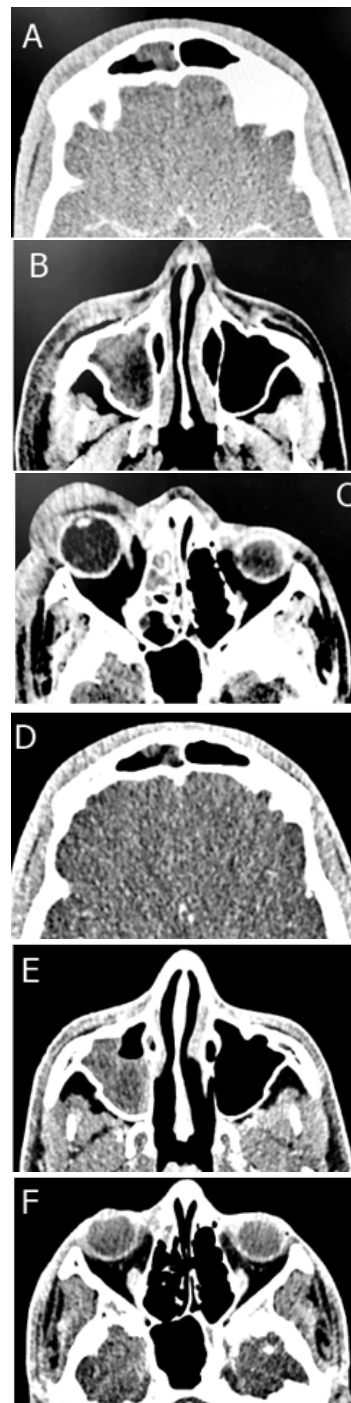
Cortes Axiais das tomografias computadorizadas (TC) do pré e pós-operatório. Figura A: Velamento do seio frontal da TC pré-operatória. Figura B: Seio maxilar direito completamente velado em TC pré-operatória. Figura C: Aumento de volume periorbitário direito, sem invasão a cavidade orbitária ipsilateral, com velamento do seio etmoidal direito em TC pré-operatória. Figura D: Seio frontal parcialmente velado em TC pós-operatória. Figura E: Seio maxilar direito parcialmente velado. Figura F: Ausência de aumento de volume orbitário direito e velamento do seio etmoidal ipsilateral em TC pós-operatória.
